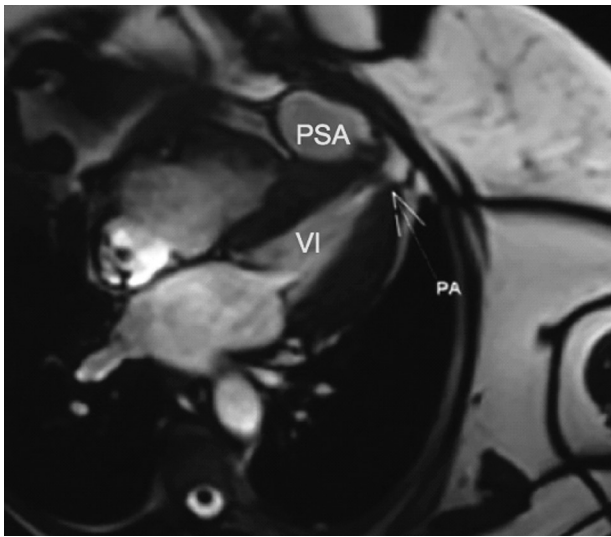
Corte axial por resonancia magnética nuclear enfatizando el cuello del defecto. VI: Ventrículo izquierdo. PSA: Seudoaneurisma.
